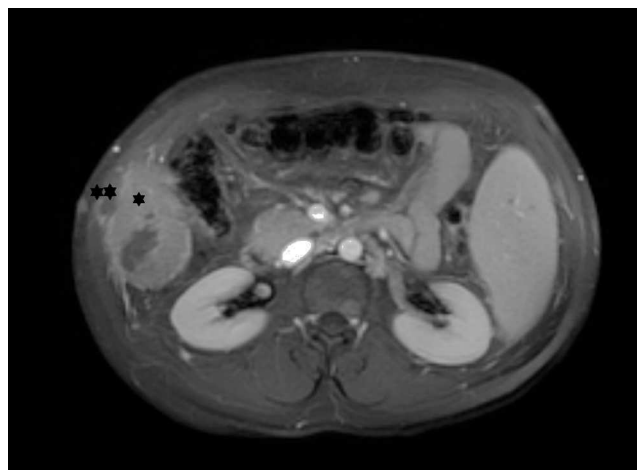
Resonancia magnética nuclear (T1 con saturación grasa + gadolinio). Lesión metastásica a nivel de la pared abdominal lateral derecha adyacente al polo hepático inferior (*) con afectación cutánea ().
